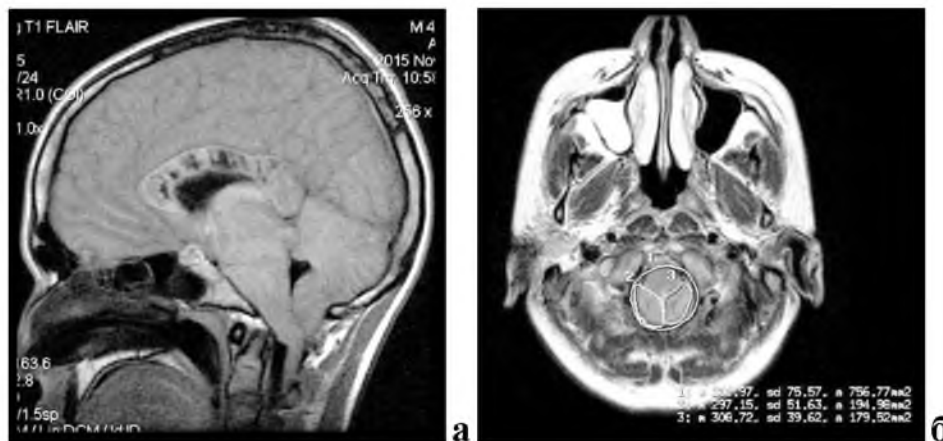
Больной Т.М., 37 лет. Получил травму в результате падения со спецтранспорта. МРТ головного мозга пострадавшего с диффузным отеком. Значительное ущемление ствола головного мозга в БЗО. Сагиттальная (а) и аксиальная проекции на уровне БЗО с морфометрией (б)
